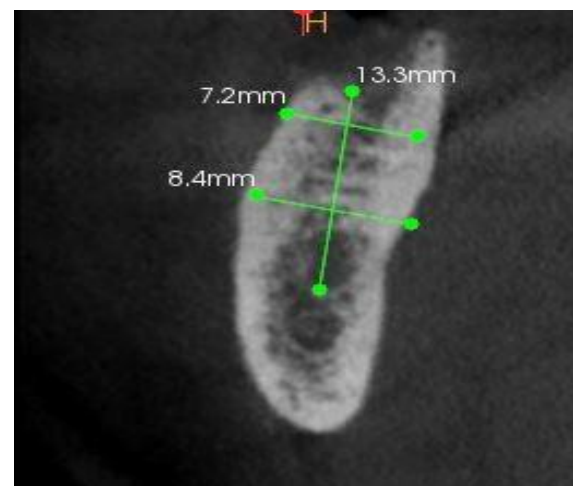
Mediante el uso de una Tomografía Computerizada realizamos nuestras mediciones previas a la cirugía.
